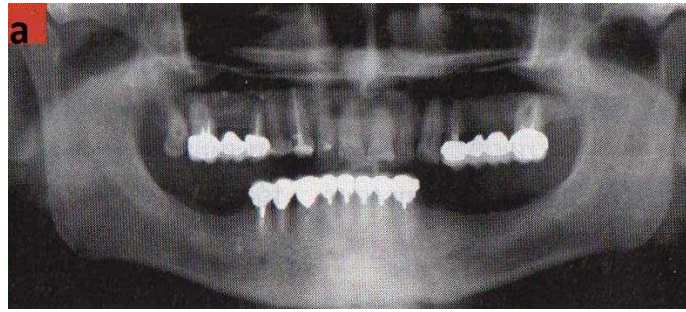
Radiographie panoramique avant distraction alvéolaire [KHOURY E., KHOURY G. ; 2010]
